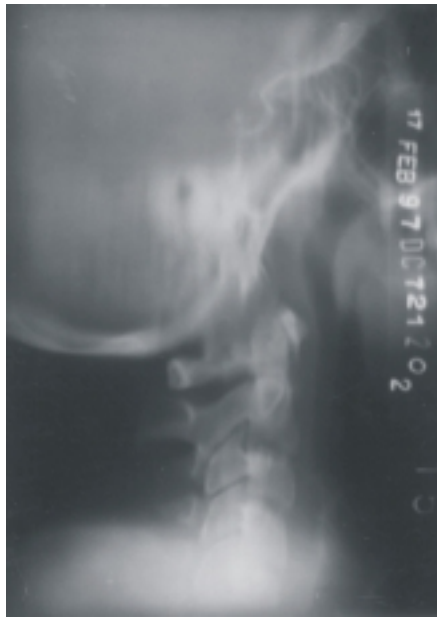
Tomografía lineal en proyección lateral, de un paciente con subluxación occipito-atloidea tipo IIa. Puede verse con claridad que la distancia del basión al ápex del diente es mayor de 10 mm. En este caso los ligamentos rectorios están dañados en su totalidad.
